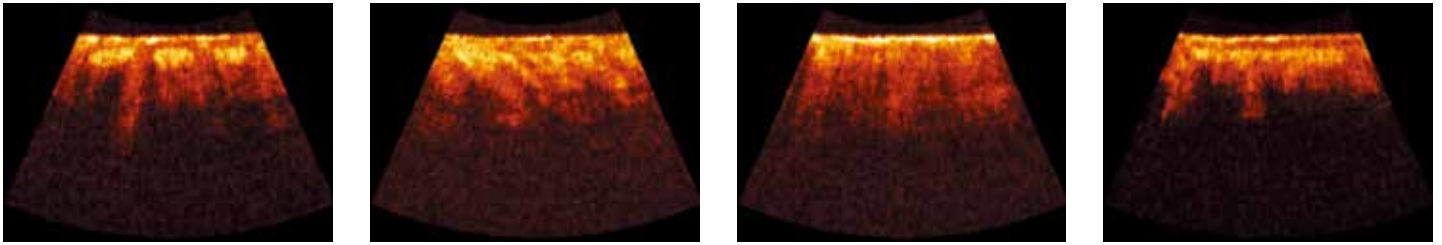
Изображения кожи козелка наружного уха разных пациентов, полученные методом оптической когерентной томографии
